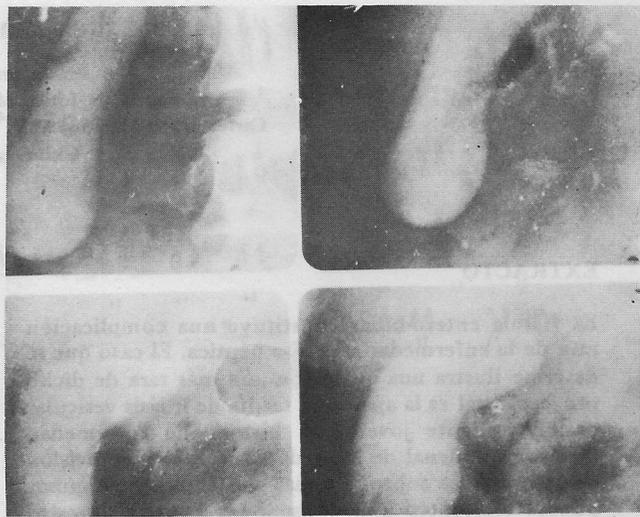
Radiografía de vesícula biliar llevada a cabo 8 días después del estudio anterior, demostrando la presencia de bario en el fondo de la vesícula. Nótese la ausencia de cálculos en este estudio.
